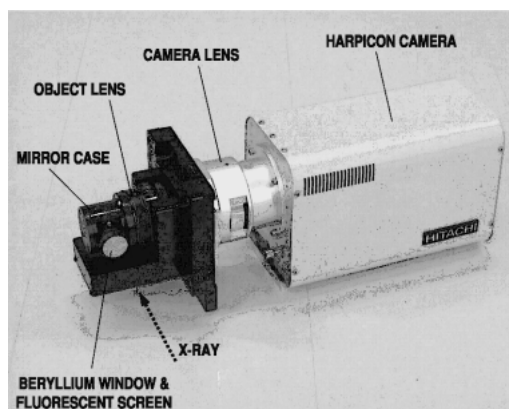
A view of an X-ray indirect conversion type detector. The detector consists of a beryllium window, a fluorescent screen, an optical mirror, a high numerical aperture lens system and an avalanche multiplication type HARPICON camera. X-rays are converted into a visible image by the screen, and the mirror deflects the luminescent light 90° to the lens system that focuses it on the video camera.
